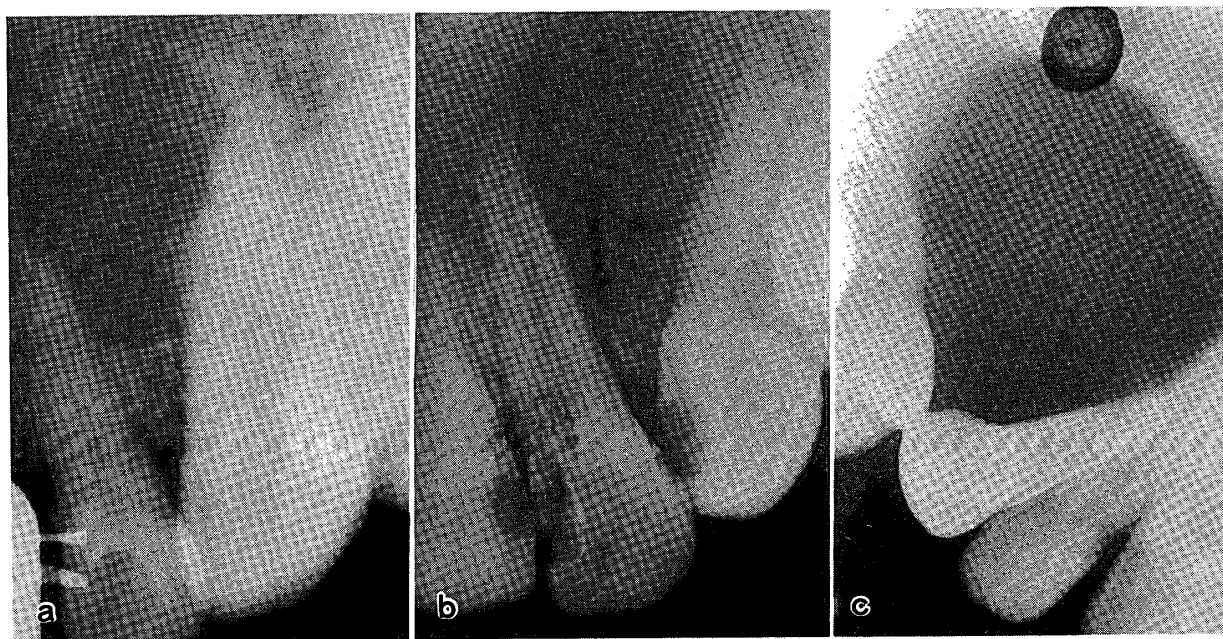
球状上顎嚢胞の3例（a～b：上顎の側切歯と犬歯の間に鶏卵形のX線透過像として認められる。境界は明瞭で、周囲は一層のX線不透過帯によって取り囲まれている。嚢胞の発育によって歯根の離開が惹起されているが、歯牙とは無関係であることがわかる。c：上顎犬歯と第1小白歯間に生じた球状上顎嚢胞）。
